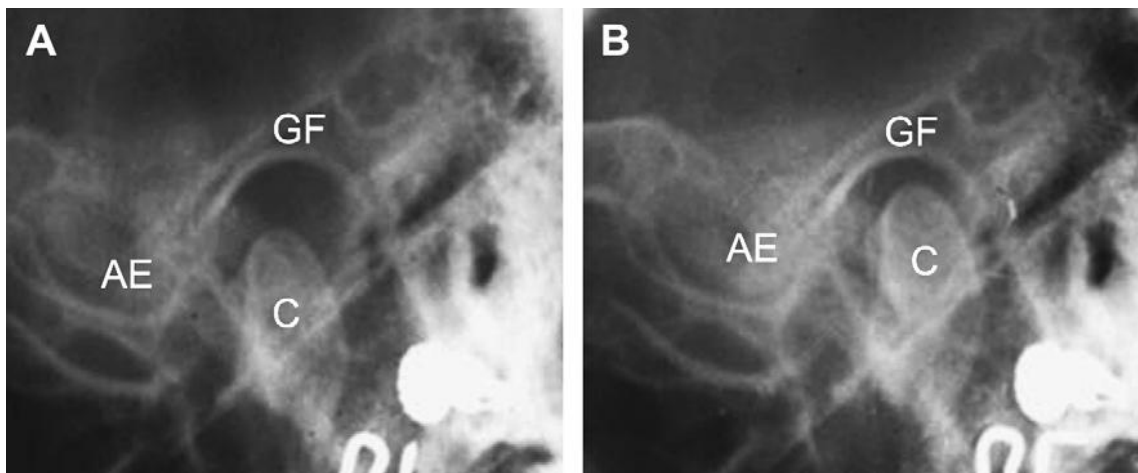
Radiografia transcraniana. ATM normal. A transcraniana lateral da ATM em boca aberta e, em B posições boca fechada. AE, eminência articular; C, côndilo; GF, fossa glenóide. Fonte: LEWIS et al., 2008.
